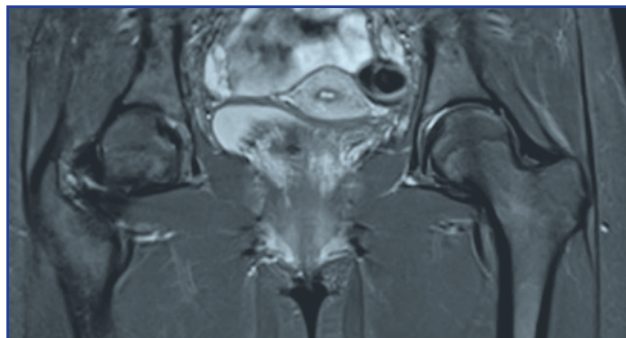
Магнітно-резонансна томографія. Правосторонній деформуючий остеоартроз правого кульшового суглоба 3-го ступеня
